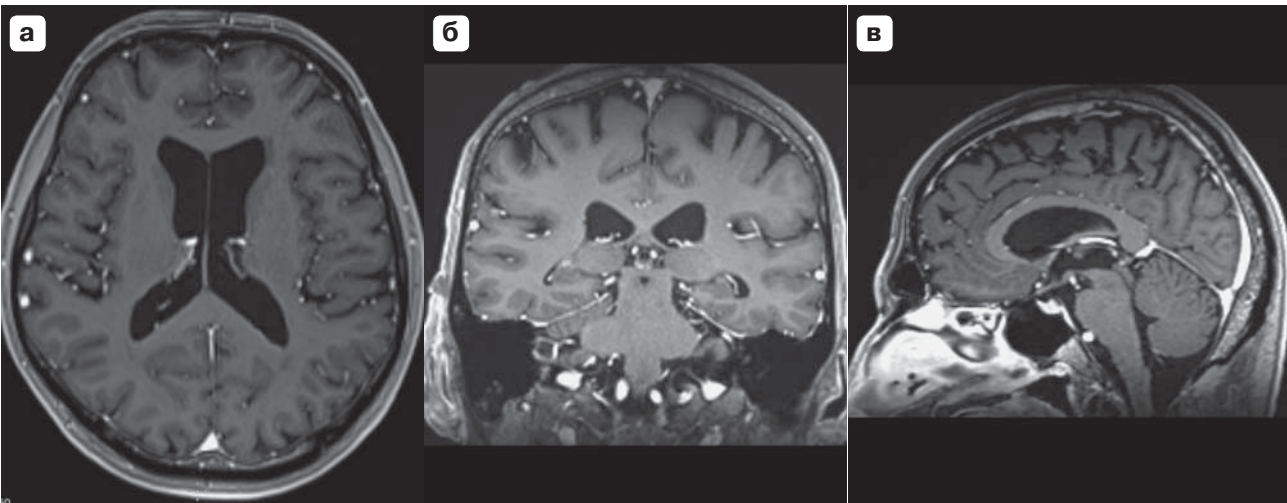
Пациент В., 1956 г.р., основная группа. МРТ головного мозга в режиме 3DТ1 с контрастным усилением, с реконструкцией изображений в трех проекциях: а – аксиальная, б – фронтальная, в – сагиттальная. По данным обследования очагов патологического контрастирования не выявлено.
